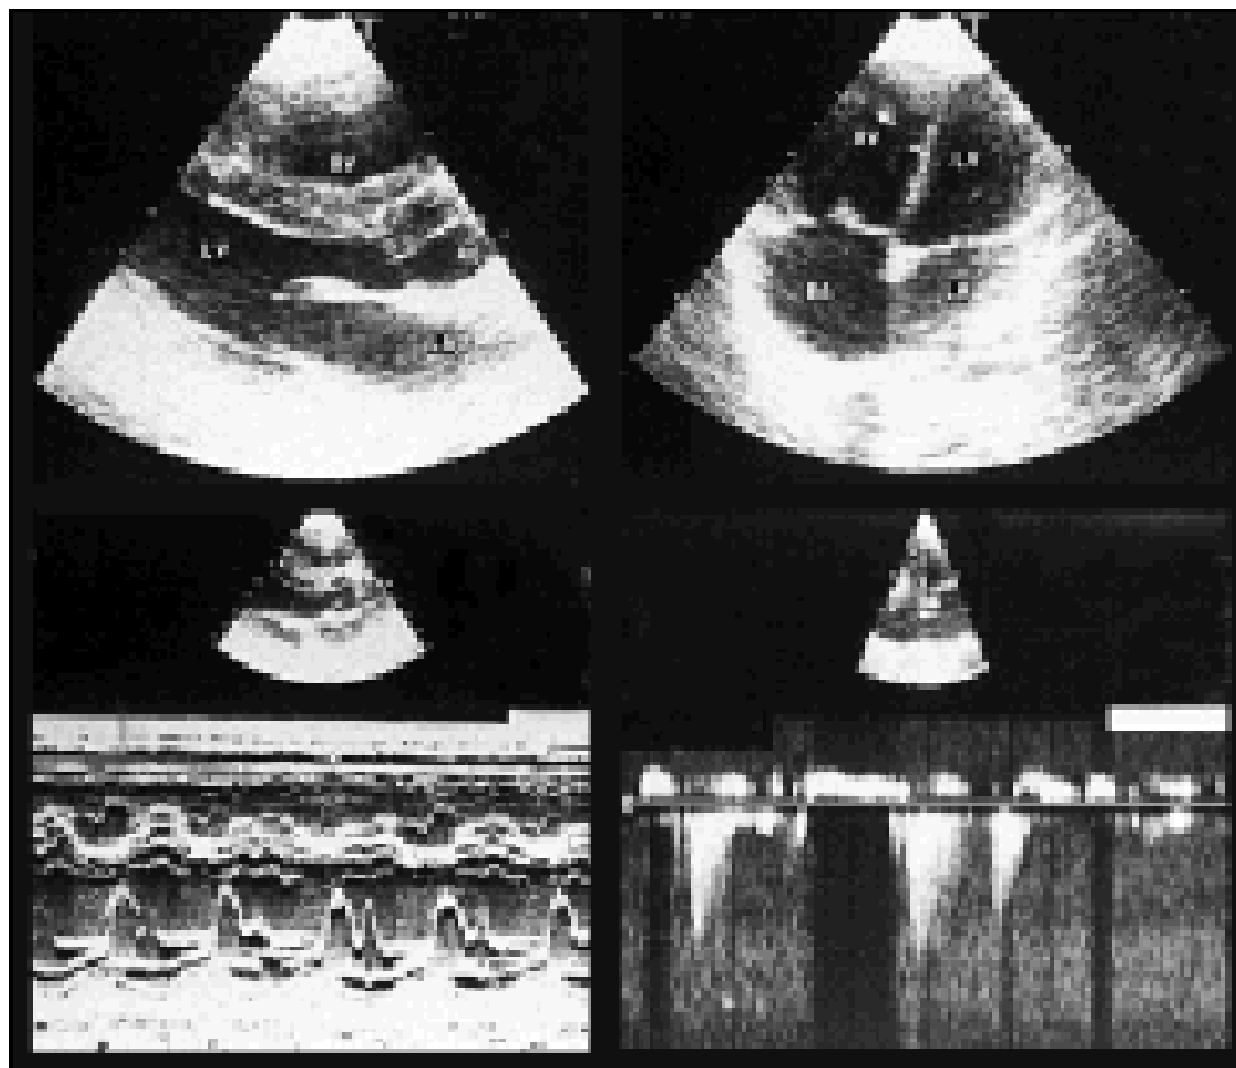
Two-dimensional and Doppler echocardiogram of patient 1 (SA) showing RA and RV enlargement, and peak systolic gradient across TV of 130 mmHg. TV: tricuspid valve.*
